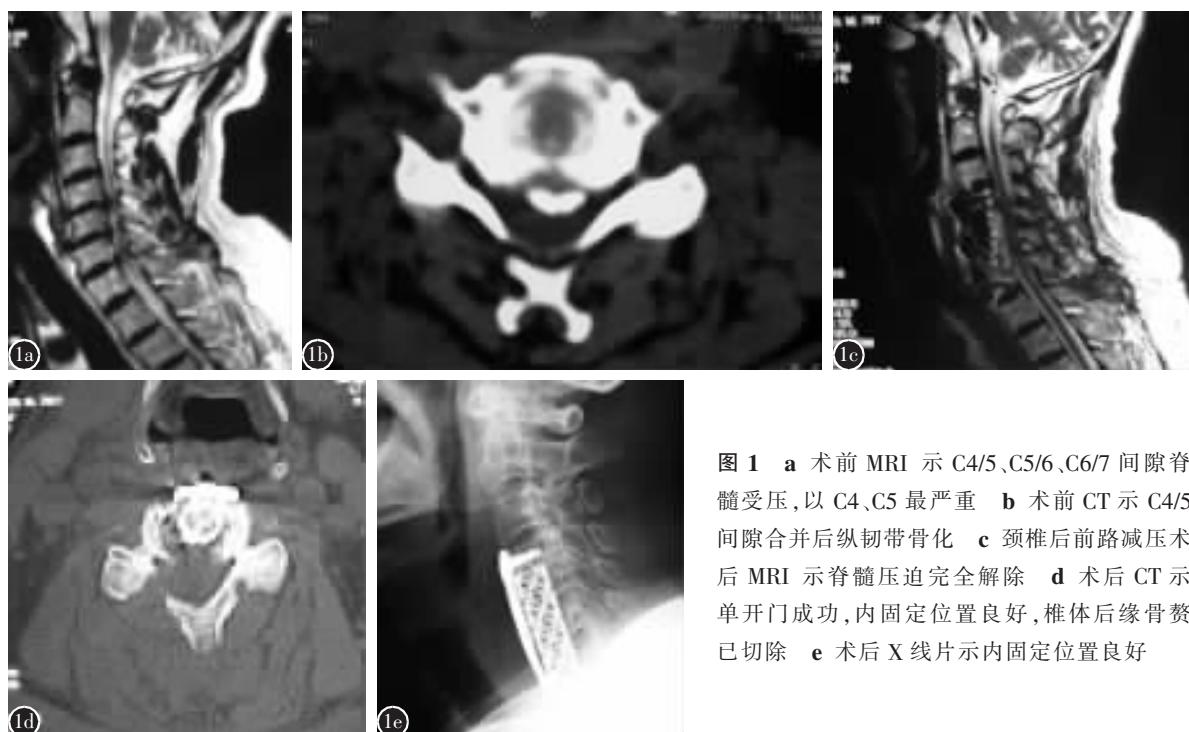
a 术前MRI示C4/5、C5/6、C6/7间隙脊髓受压,以C4/5最严重 b 术前CT示C4/5间隙合并后纵韧带骨化 c 颈椎后路减压术后MRI示脊髓压迫完全解除 d 术后CT示单开门成功,内固定位置良好,椎体后缘骨赘已切除 e 术后X线片示内固定位置良好
